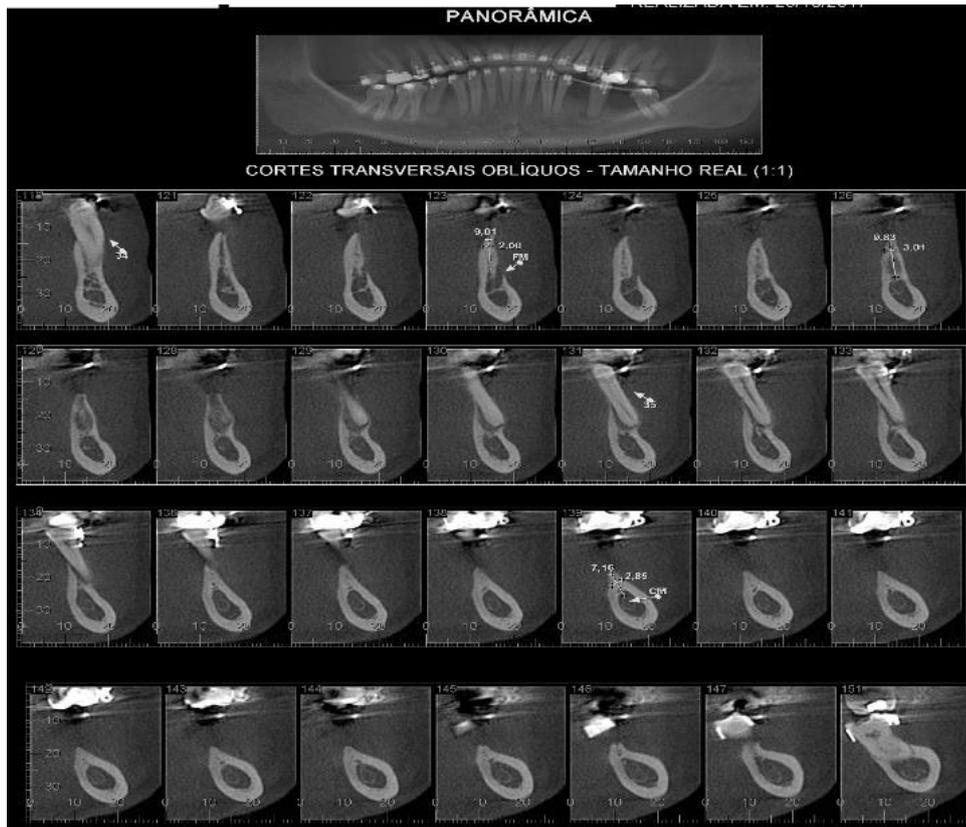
Tomografia computadorizada da mandíbula. Reabsorção do osso alveolar em região dos elementos 35, 36 e 37.
